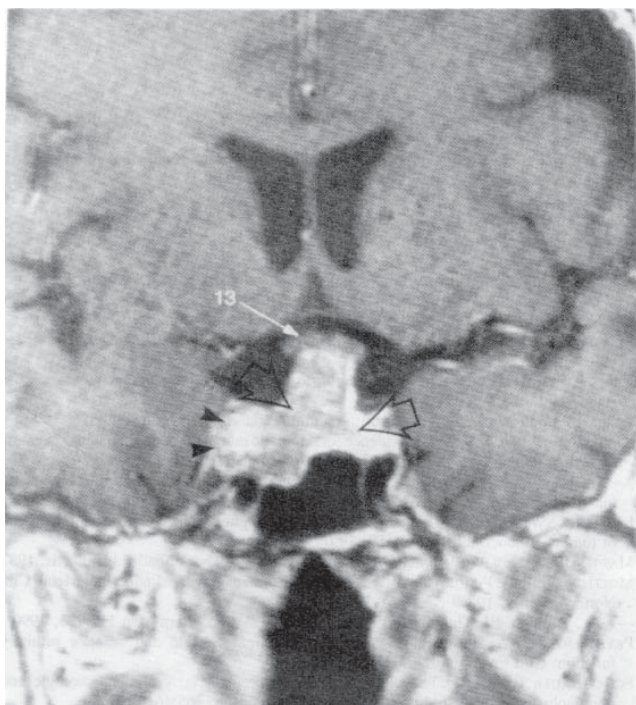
Macroadenom. RMN efectuată la nivelul regiunii hipofizare vizualizează o creștere a masei selare (săgeți), care ridică chiasma optică (13) și invadează sinusul cavernos drept (vârfuri de săgeți). Examinarea cu substanță de contrast diferențiază chiasma optică fără fixare mărită (13) de tumoră cu fixare crescută. (După DJ Quint, 1992)
